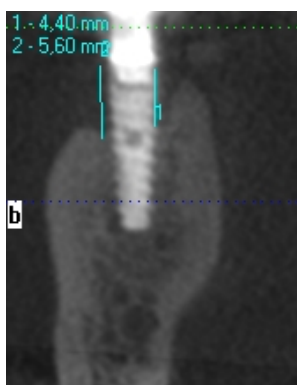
Secțiune vestibulo-orală pe tomografia computerizată cu fascicol conic
